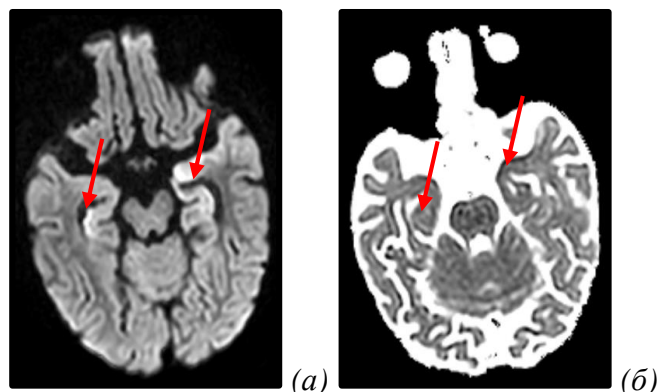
МРТ ГМ девочки 5 лет с острым лимфобластным лейкозом и CRS с поражением ЦНС
